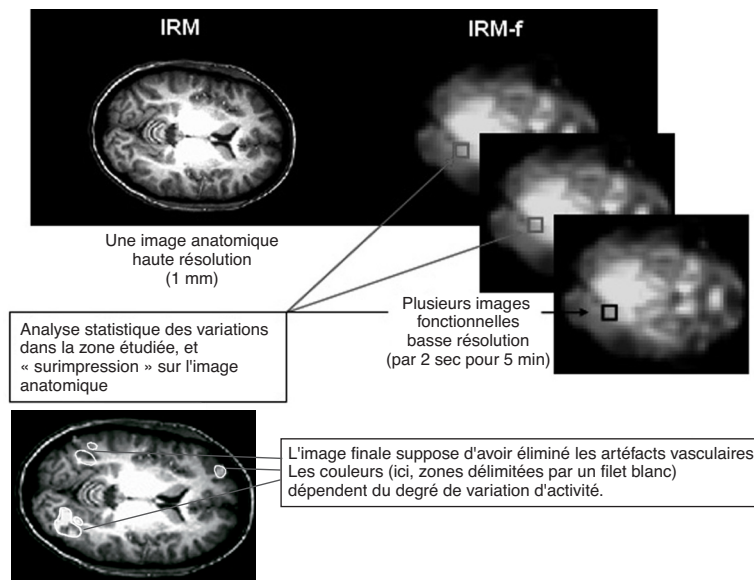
Principe de l'IRM-f : dans la région étudiée, les variations d'activité sont mesurées au cours du temps, et c'est un traitement informatique qui, en fonction du degré de variations, donne des couleurs (de jaune, peu d'activation, à rouge, activation maximale) mises en surimpression sur une IRM anatomique. Ici, sur cette représentation en noir et blanc, les zones colorées sont délimitées par un filet blanc.
